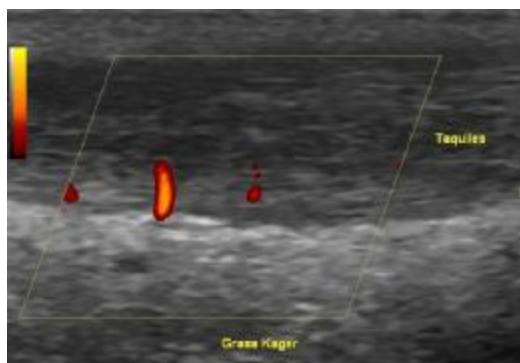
Ecografía tendón Aquiles en corte longitudinal. Se observa un engrosamiento hipoecogénico a nivel del tercio medio del tendón con neovascularización en la región ventral de la interfase kager's-paratendón profundo.
